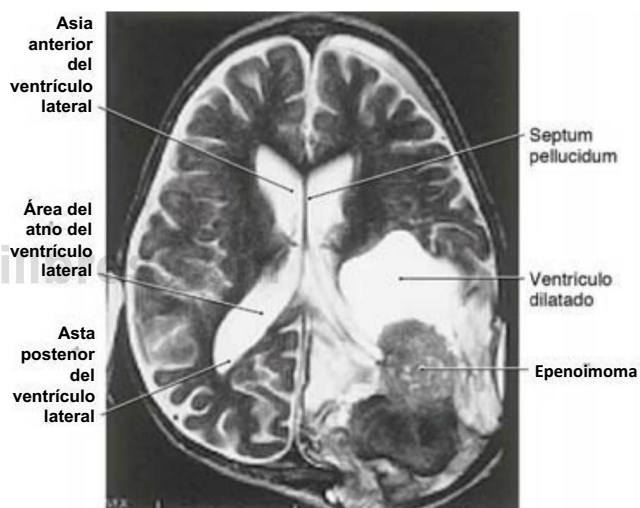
Imagen de resonancia magnética (potenciada en T2) de un ependimoma en un niño de 1 año. Obsérvese que el tumor ha invadido extensamente los lóbulos parietal y occipital del hemisferio cerebral.
